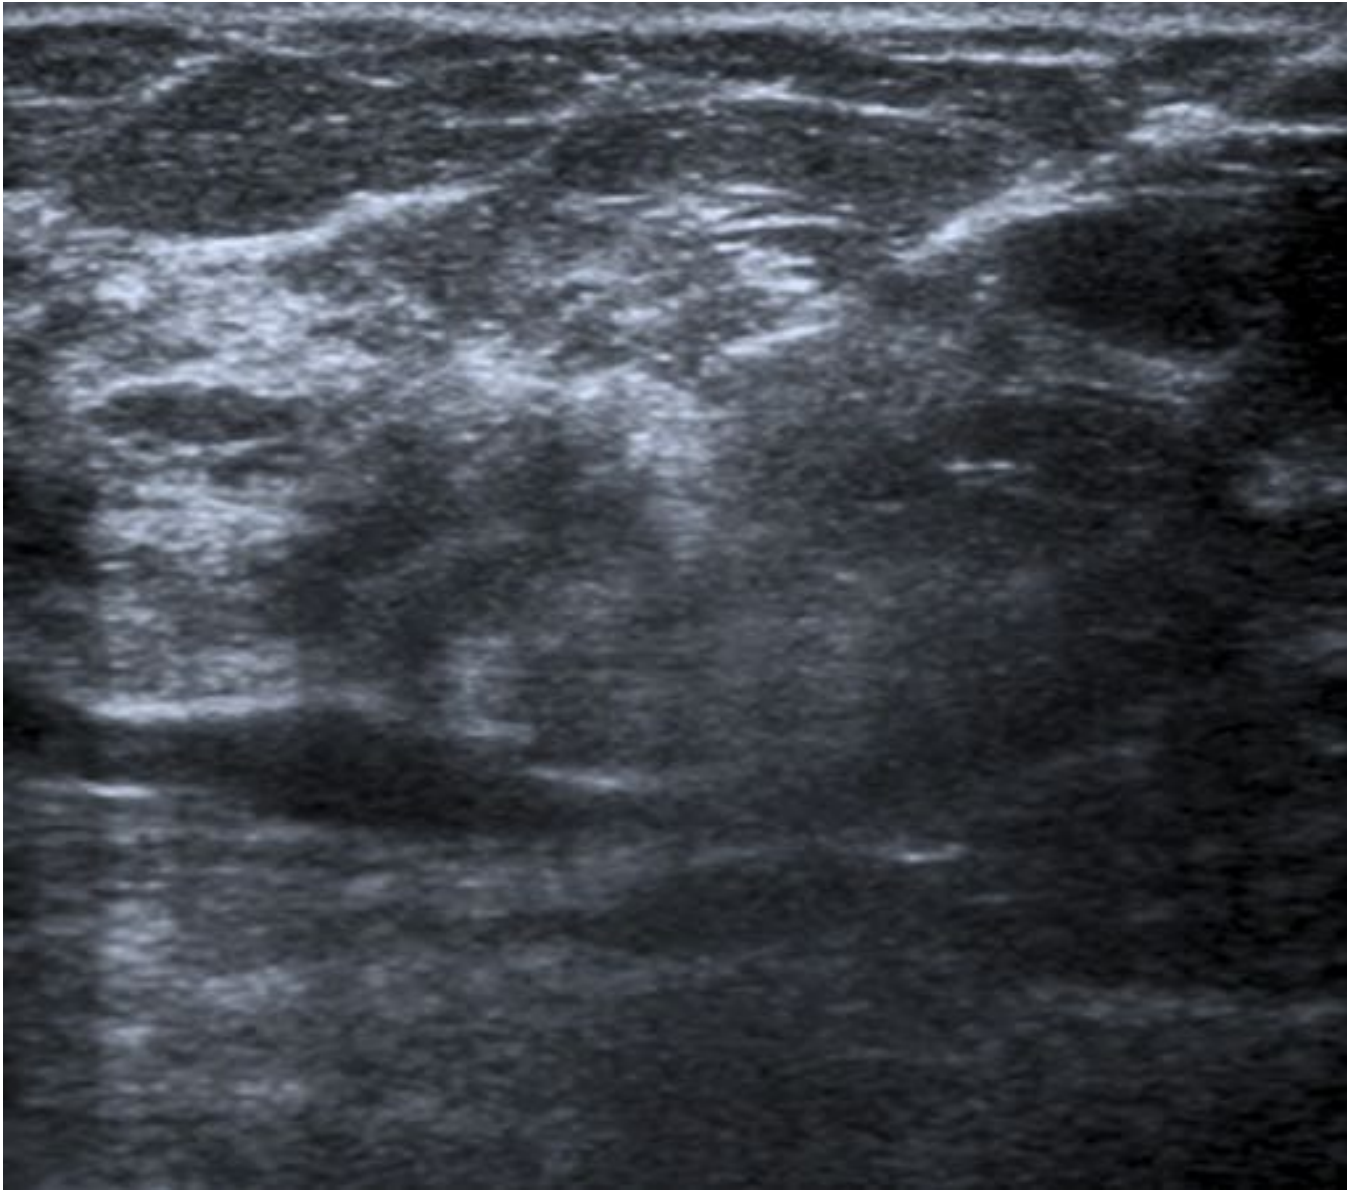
Ecografía de la distorsión visualizada por Mamografía (CLI).
